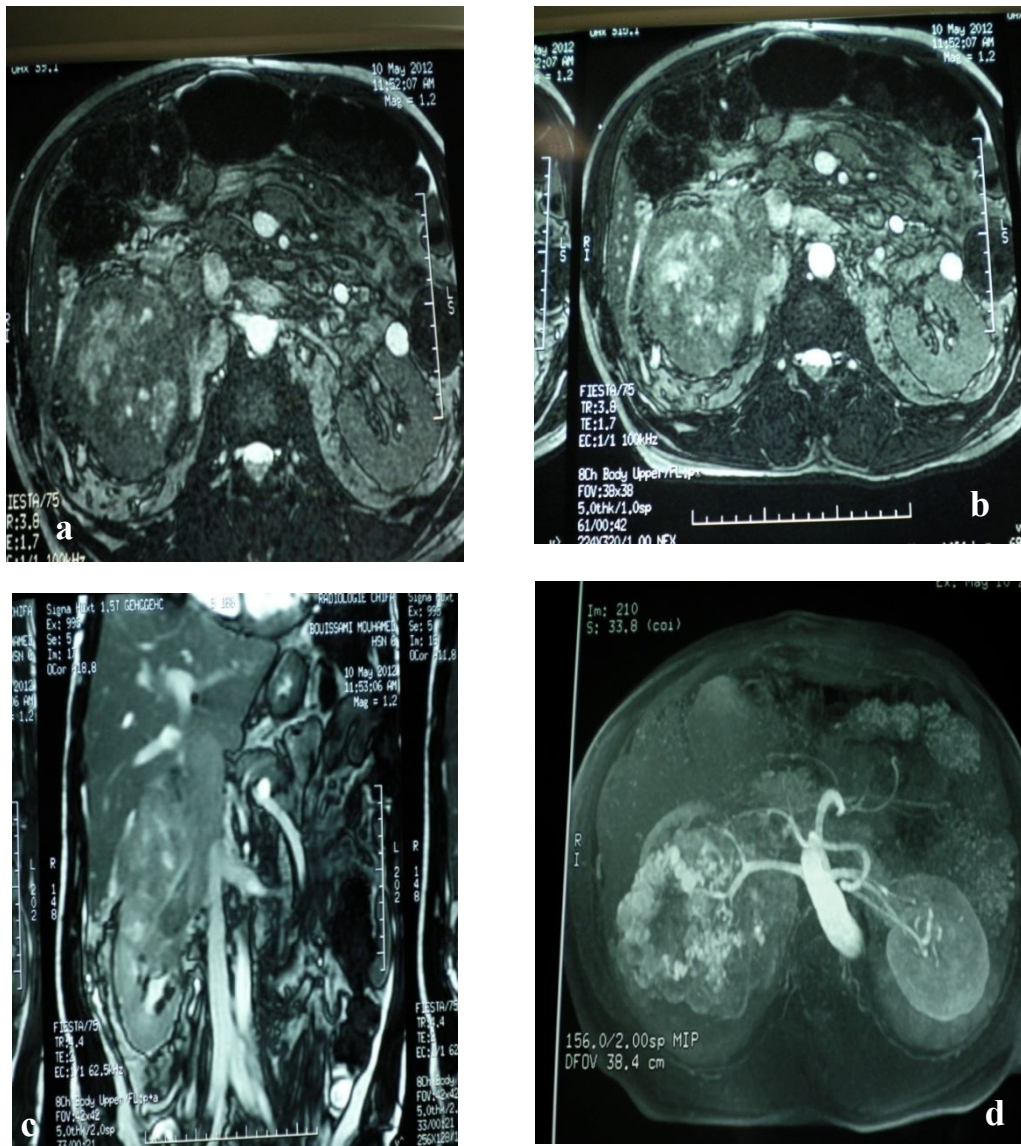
grosse tumeur du rein droit étudiée par IRM sans injection de PC (a),avec injection de PC (b),reconstruction frontale montrant un thrombus tumoral Cave inférieure stade 3(c) ;angio-IRM montrant la néogenèse tumorale(d) ;(image d'un dossier clinique du service d'urologie de l'hôpital militaire de Rabat)).
